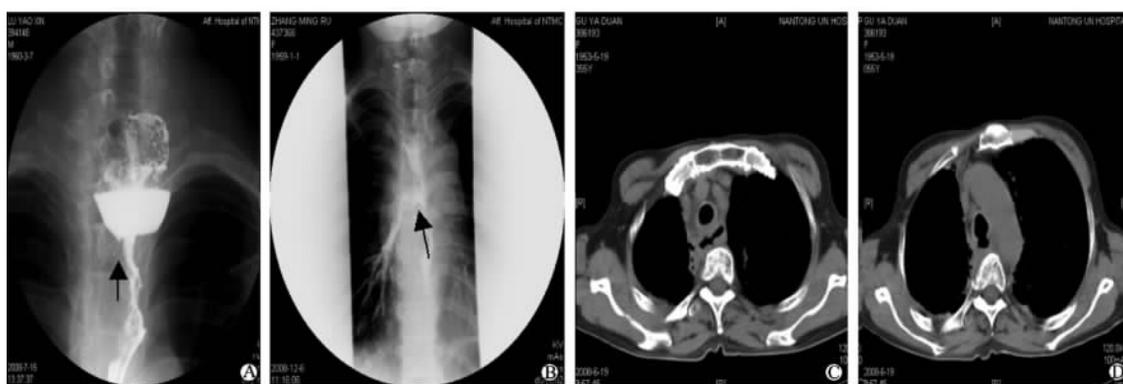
食管癌致食管穿孔与破裂的造影、CT 表现
